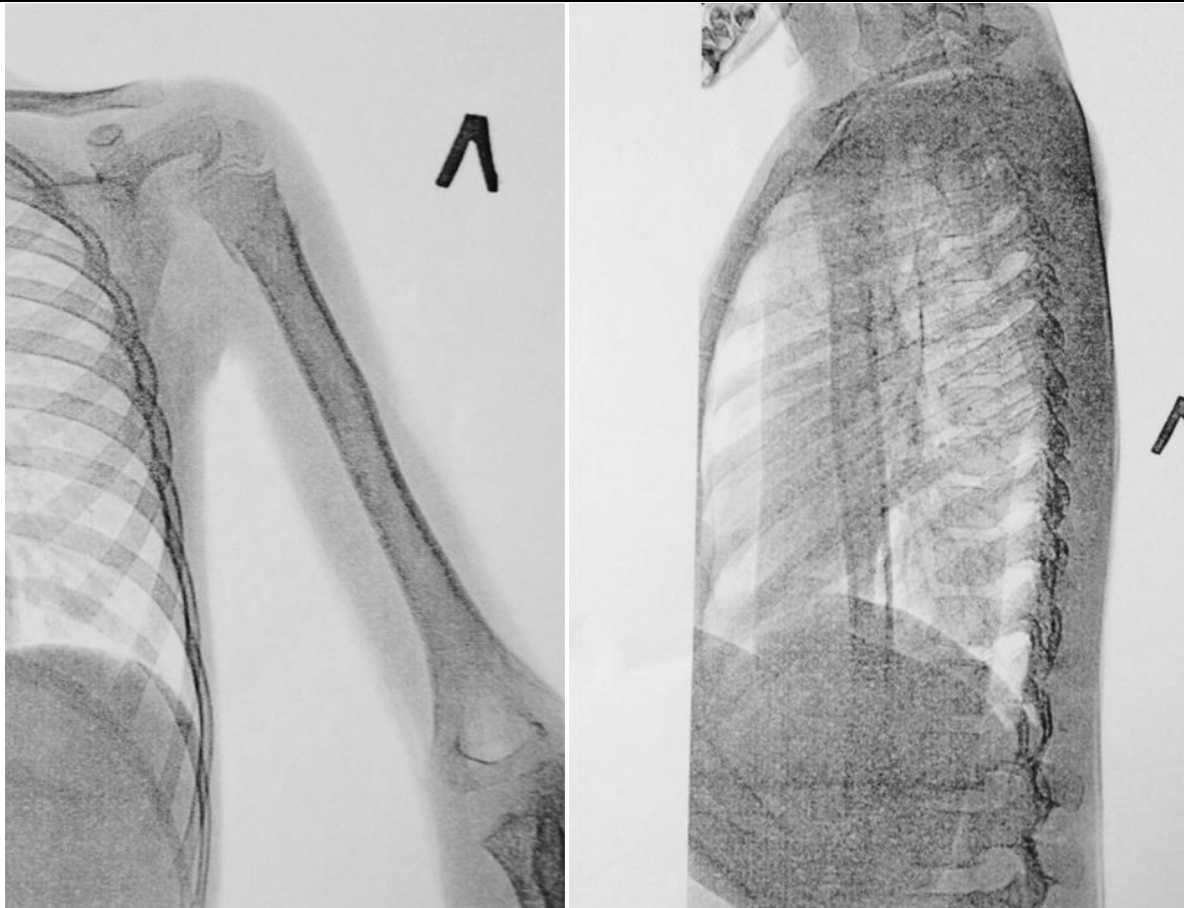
Рентгенограммы плеча после удаления стлц
